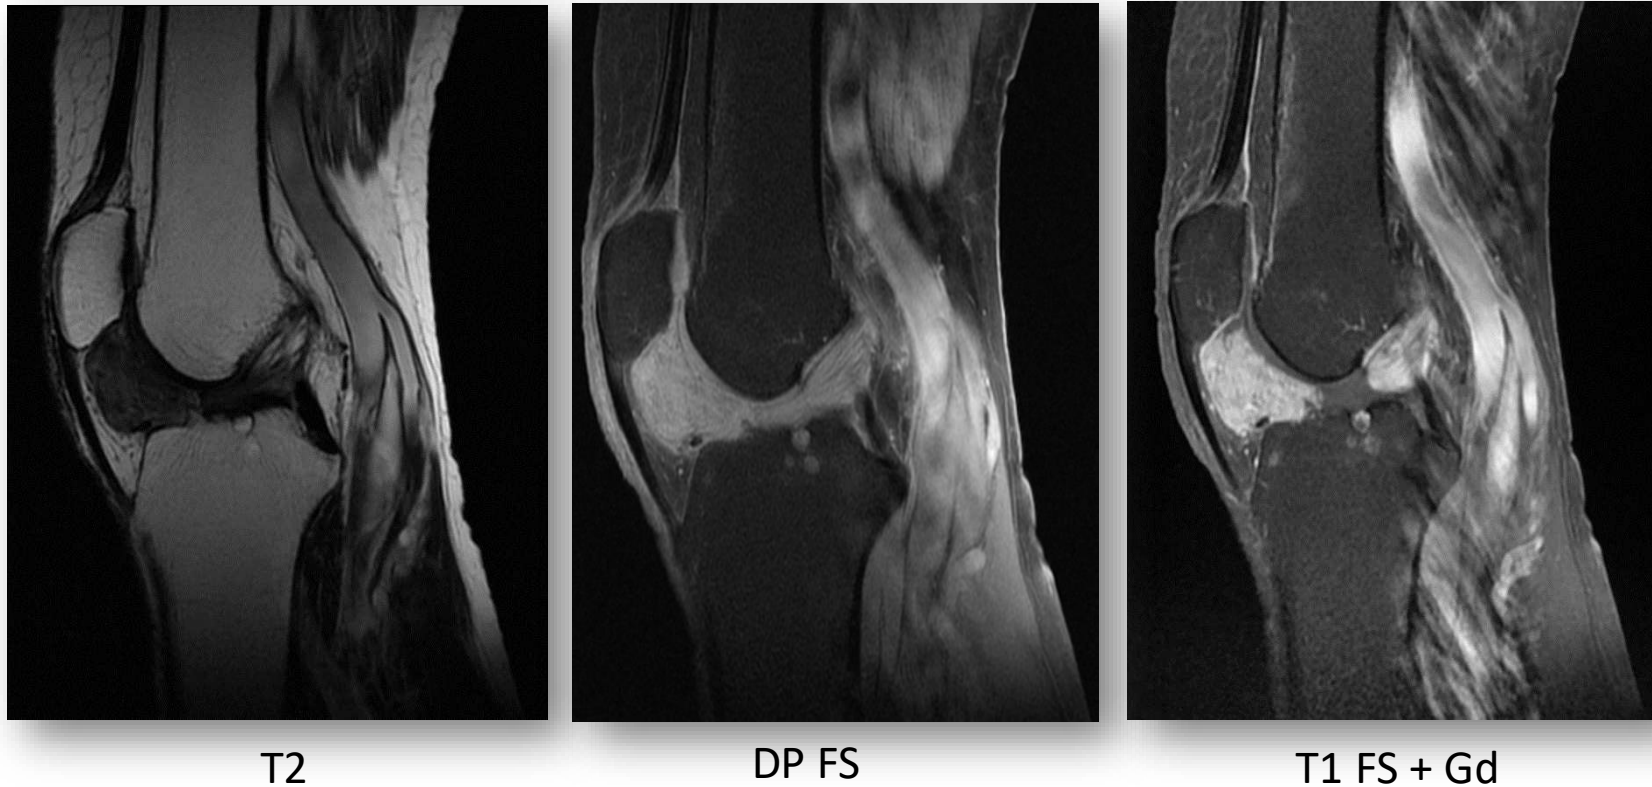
Cortes sagitales de RM de la rodilla, que muestra las características típicas del tumor de células gigantes sinovial.
